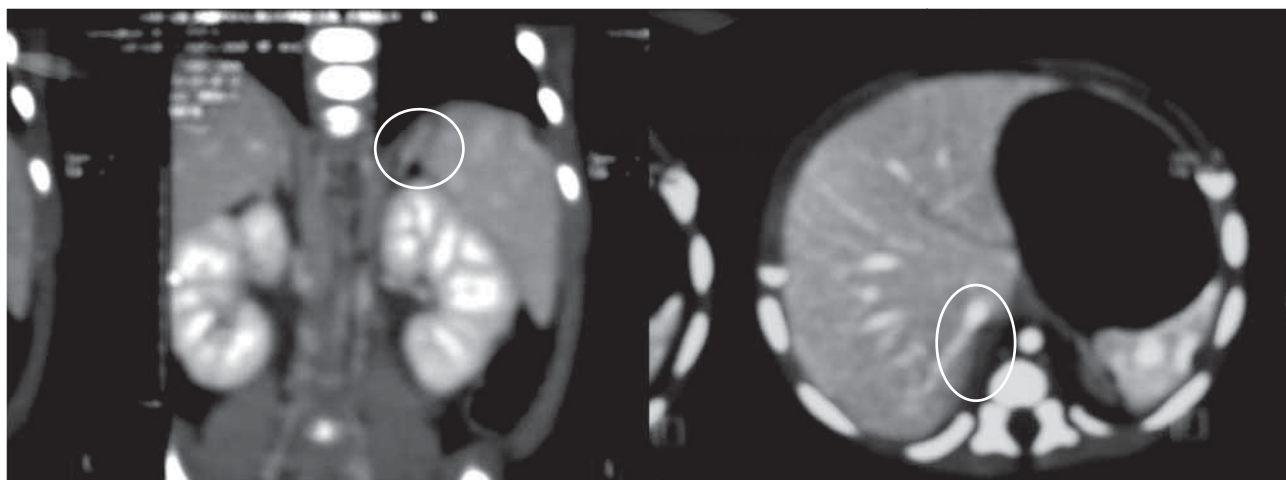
Tomografía abdominal donde se aprecian hemangiomas en bazo.
